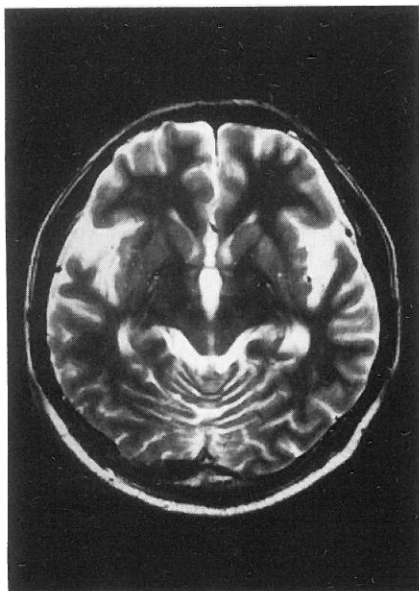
The T2 weighted MRI of the brain looks almost normal except a slightly increased signal intensity on the left caudate head.
